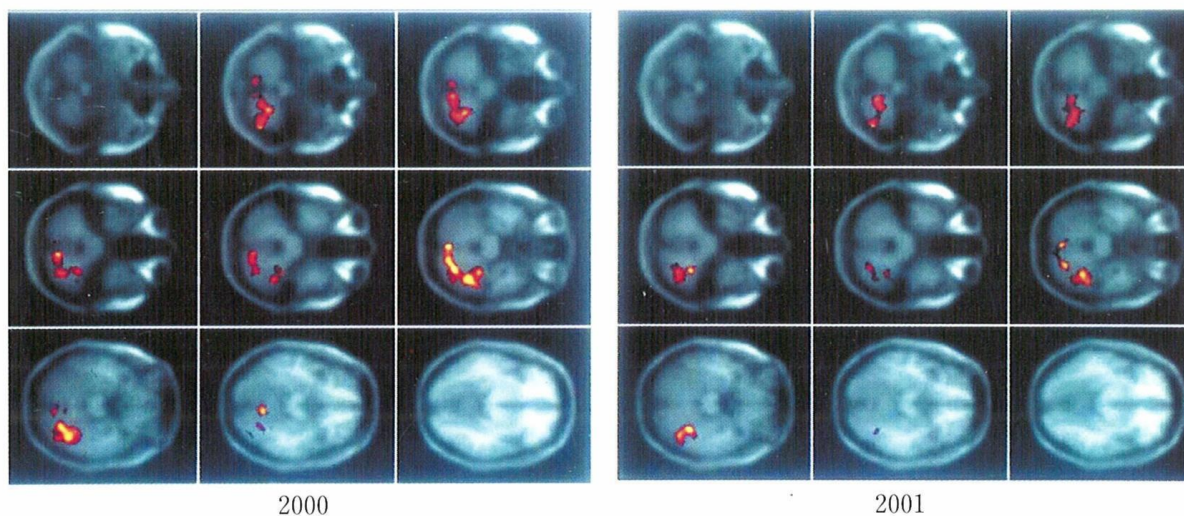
症例の SPECT 画像の SPM による解析
